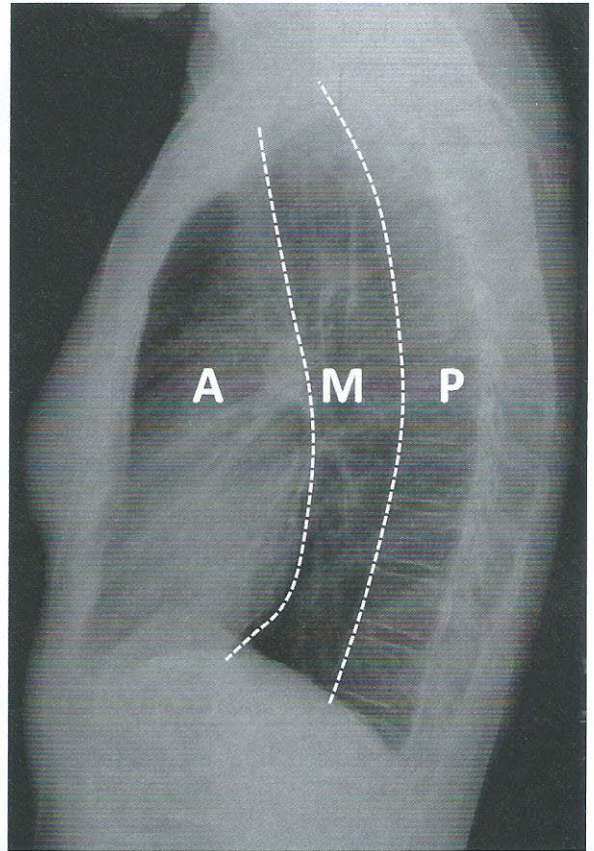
Segmentation médiastinale sur une radiographie de thorax de profil
